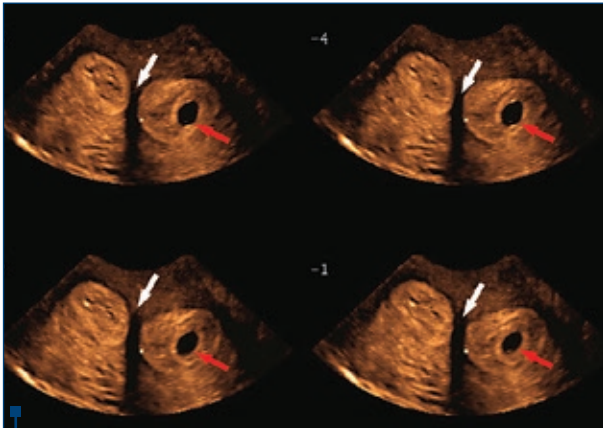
Tomografie ultrasonografică (TUI) la 9 săptămâni gestaționale, demonstrând septul uterin (săgețile albe) și sacul gestațional (săgețile roșii)
